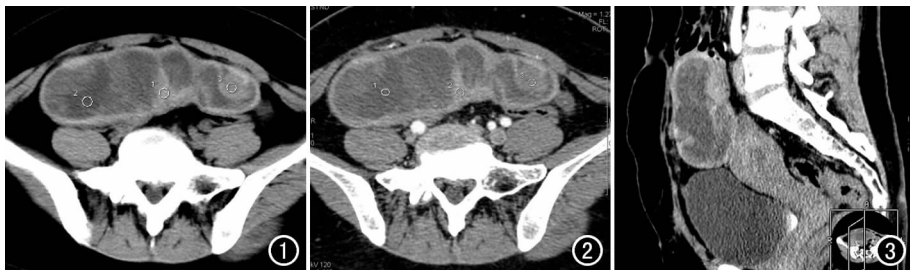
CT 平扫示下腹偏右腹壁下一囊实性肿块影,边界清晰,包膜较厚,其内有分隔。
